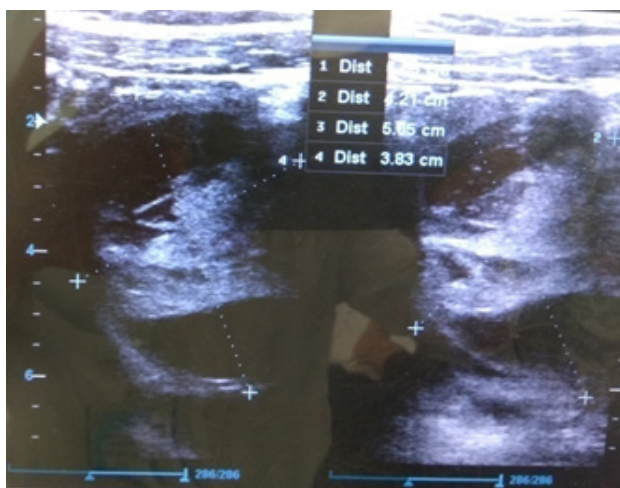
УЗИ абсцесса левой доли печени в В-режиме
